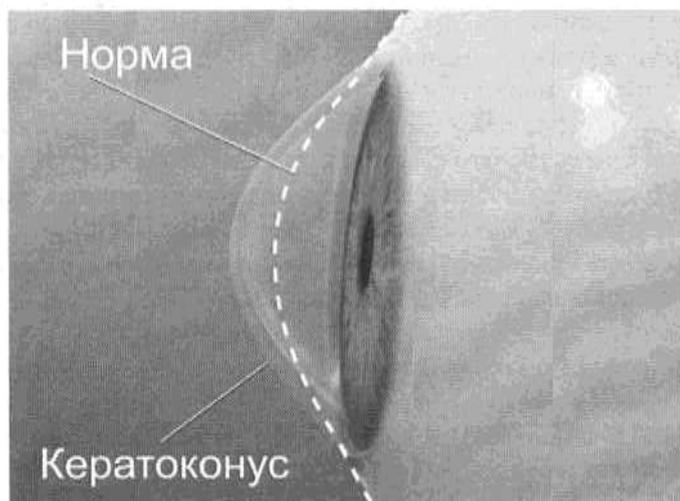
Протрузия роговицы при кератоконусе
